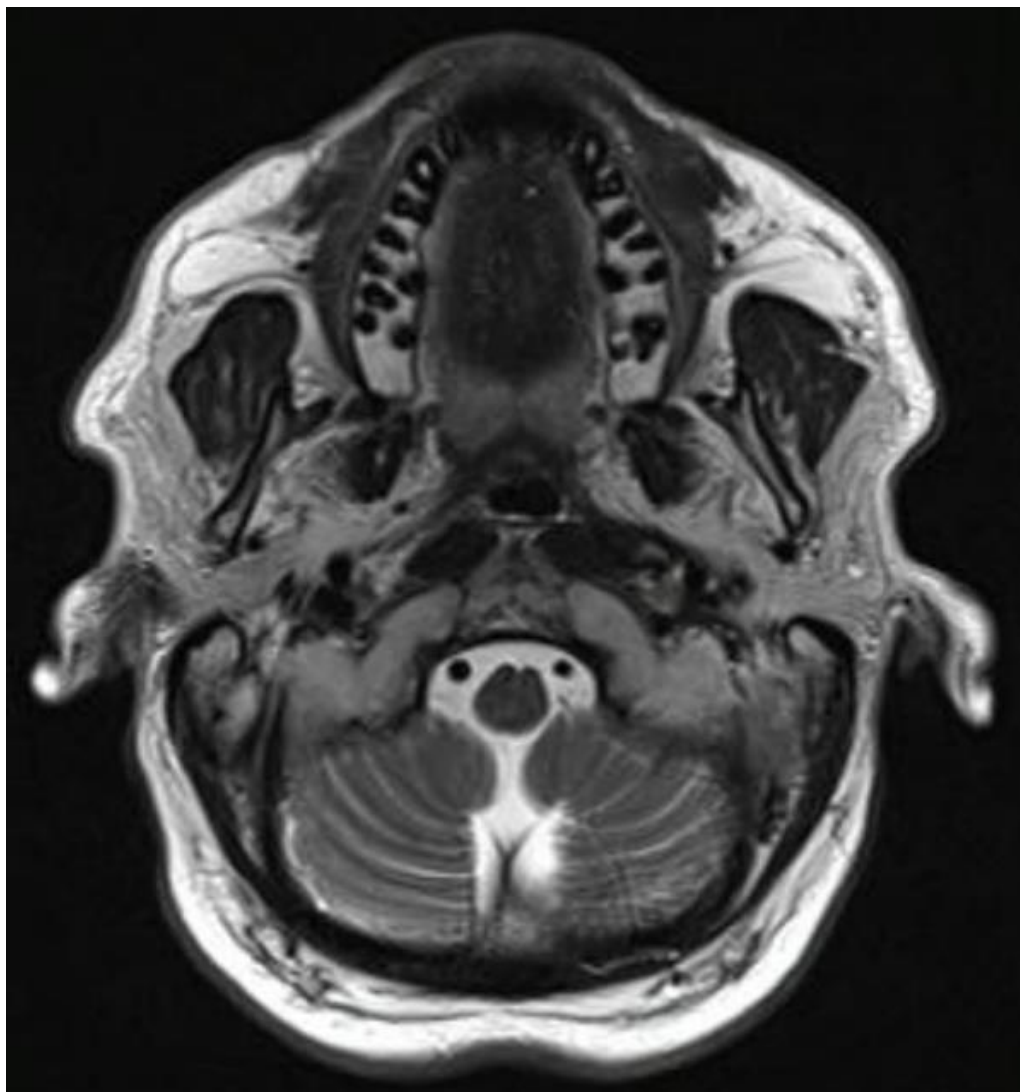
Контрольное МРТ мягких тканей шеи от 21.12.2022 г.
